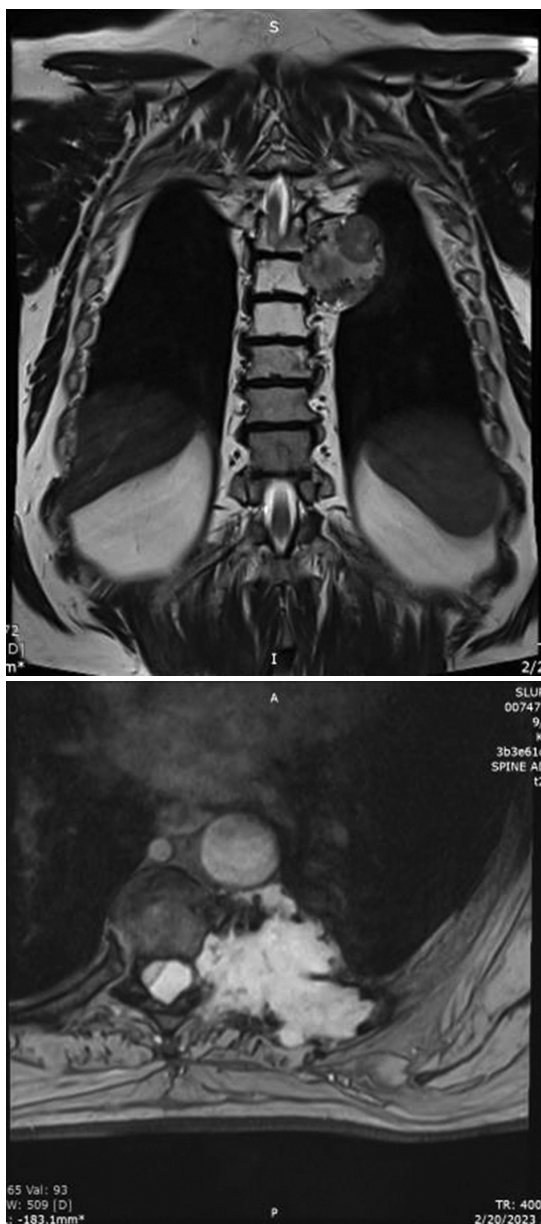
Магнітно-резонансна томографія грудного відділу хребта до операції
